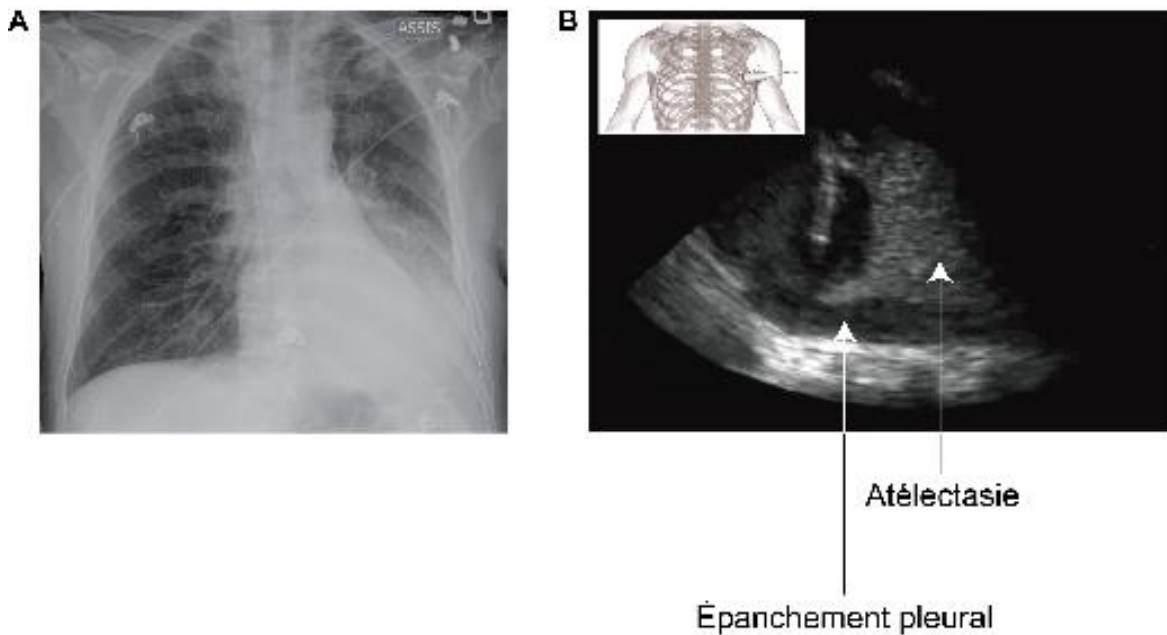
Atelectasie. (A) Radiographie pulmonaire d'un patient avec infiltrat pulmonaire à la base gauche. (B) L'échographie pulmonaire démontre la présence d'une atélectasie et d'un épanchement pleural simple. Image obtenue avec sonde transthoracique *
